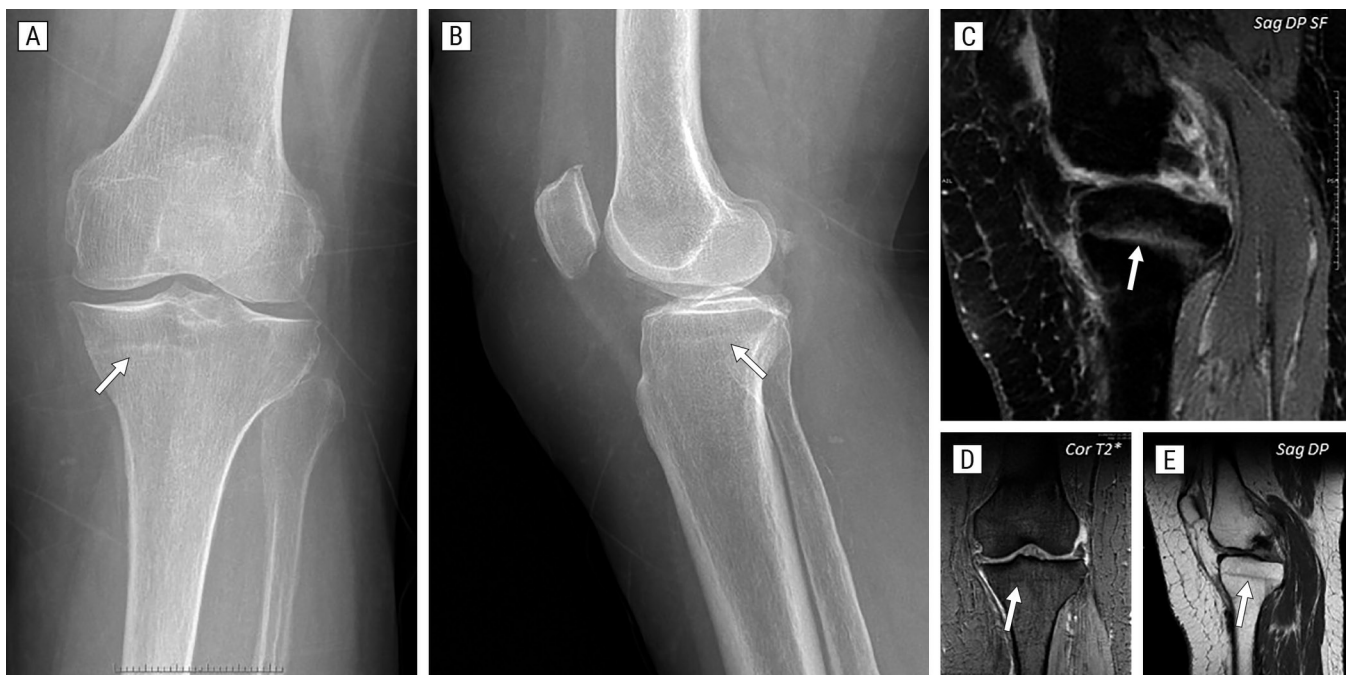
Fractura por estrés o fatiga. Radiografía AP (A) y lateral (B) de rodilla, donde se aprecia una imagen lineal hiperdensa (*flecha*) en la meseta tibial interna. Imágenes de RM en incidencias sagital (C), coronal (D) y sagital (E), en las secuencias que se indican, donde se observa claramente la fractura de forma lineal e hiperintensa (*flecha*) en imágenes potenciadas en T2 (C) e hipointensa en potenciadas en DP (E). Las fracturas por sobrecarga se producen por fuerzas repetidas de estiramiento o compresión.
